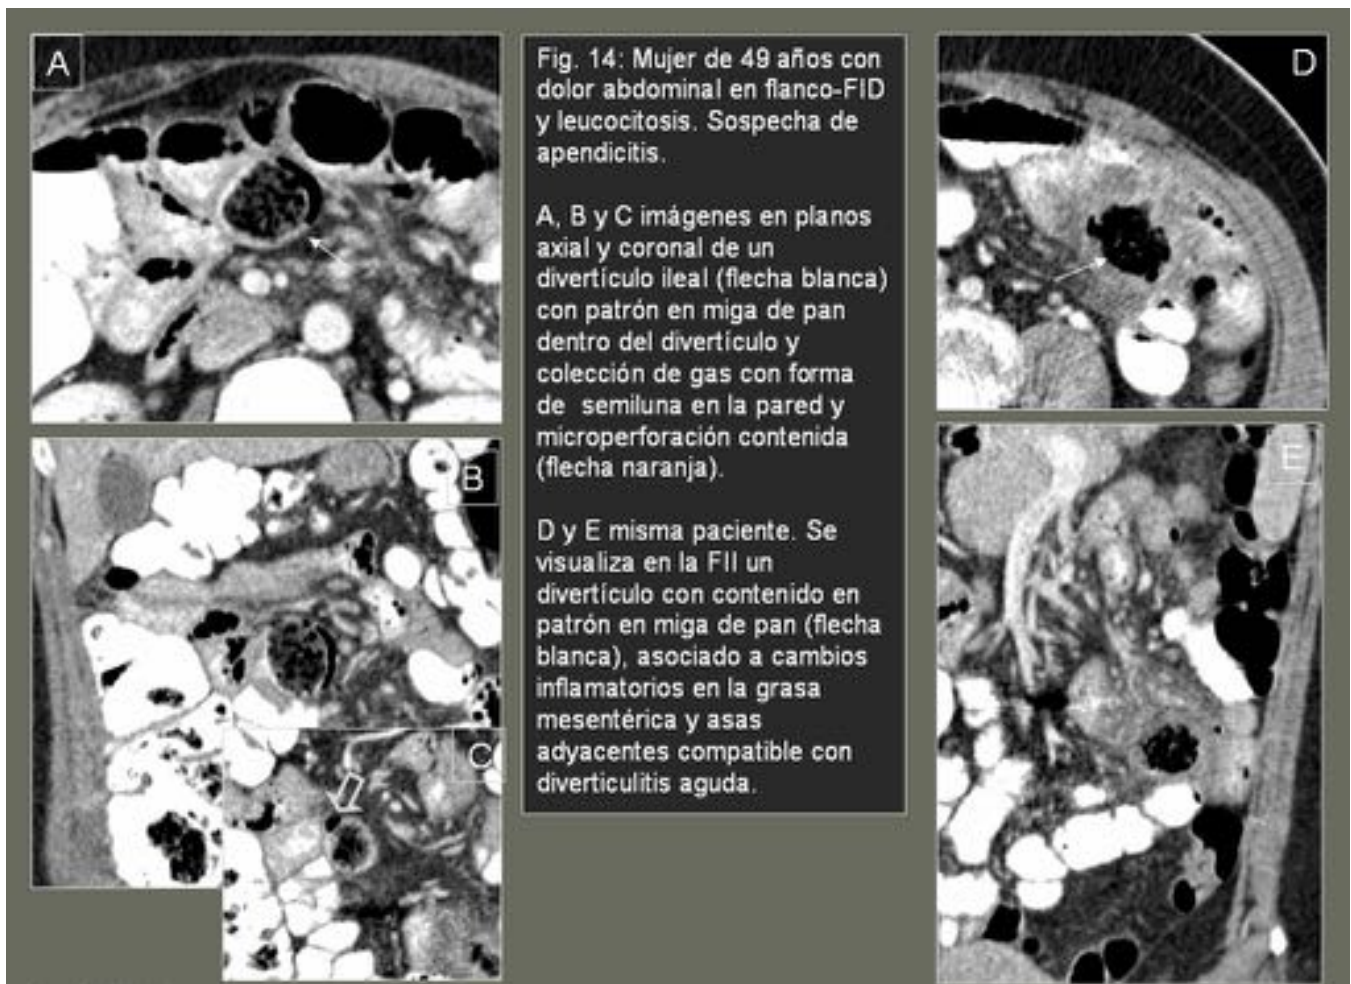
TC. DIVERTÍCULO ILEAL PERFORADO Y DIVERTICULITIS ILEAL EN LA MISMA PACIENTE
